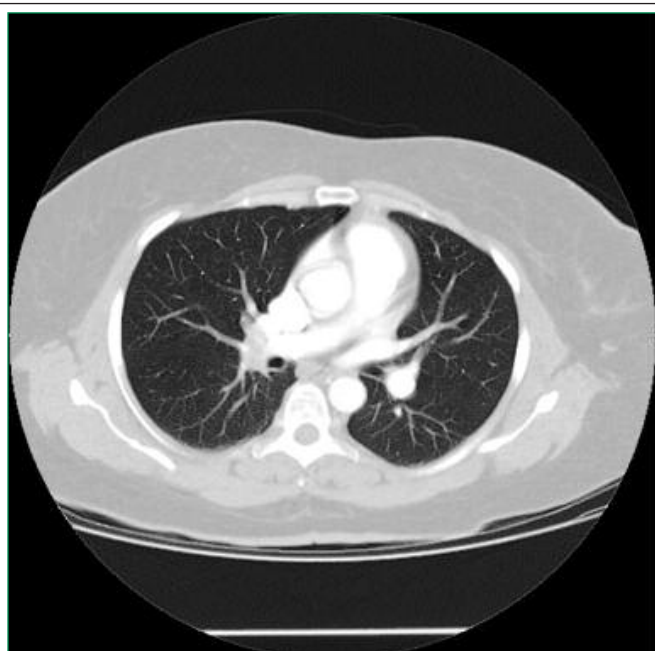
Компьютерная томография сосудов легких пациентки через 3 дня после проведения терапии (объяснения в тексте)
